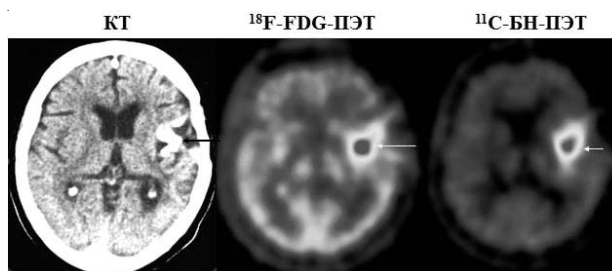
КТ, ПЭТ с ^{18}F -ФДГ и ^{11}C -БН с мультиформной глиобластомой. Определяется гиперметаболизм РФП в левой височной области, соответствующий патологическому накоплению контрастного вещества при КТ
